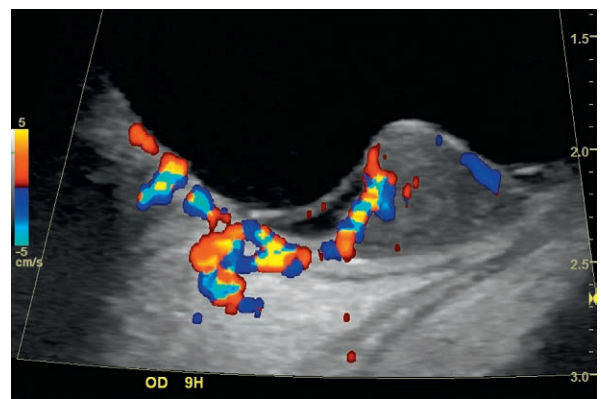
Mélanome de taille moyenne – écho-Doppler couleur, vascularisation de type II. Une artère avec de l'aliasing est visible (VSM = 15,8 cm/s et IR = 0,58) au pôle de la tumeur situé non loin du nerf optique et une veine (V moyenne = 3,2 cm/s) à l'opposé.
